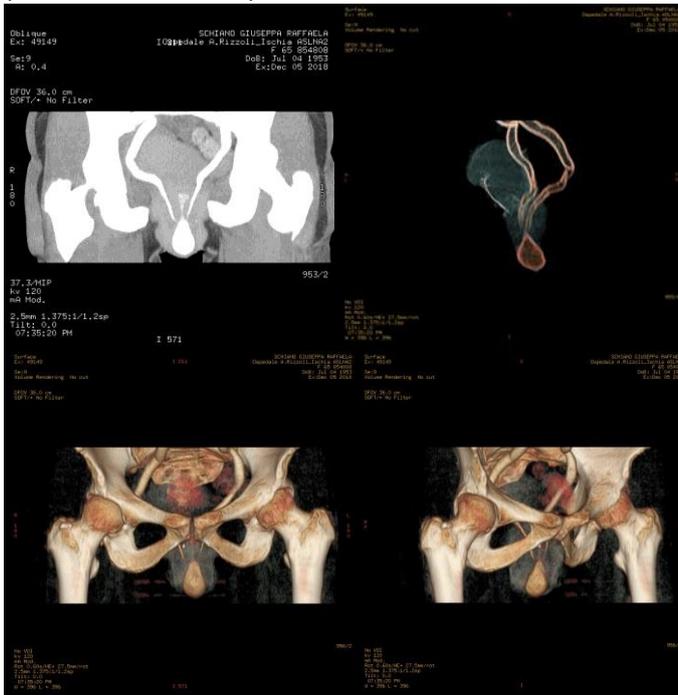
TAC addomino-pelvica ricostruzione 3D
